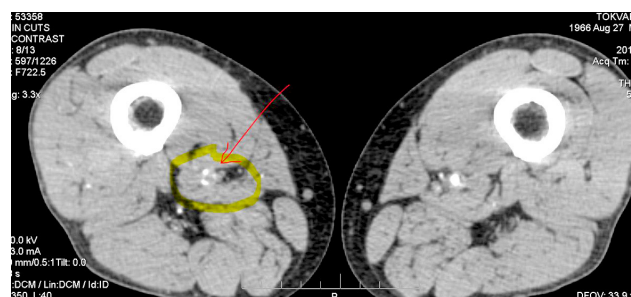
КТ аорто-ангіографія нижніх кінцівок із внутрішньовенним контрастним підсиленням “Ультравіст-370” хворого В., 53 р. Оклюзія дистального відділу правої поверхневої стегнової артерії та проксимального відділу підколінної артерії.
